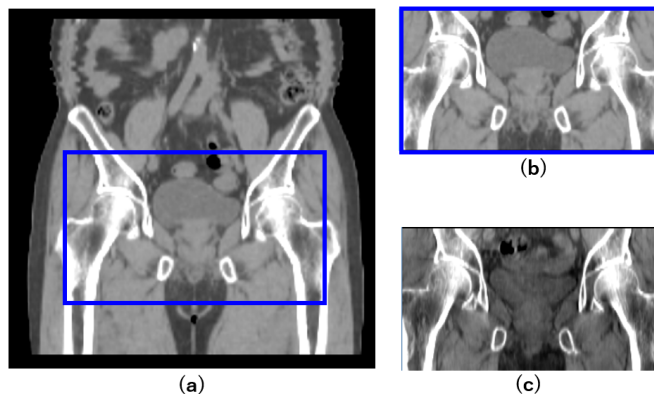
テンプレートマッチングによる参照画像の作成, (a) CT 画像, (b) 参照画像, (c) CBCT 画像
